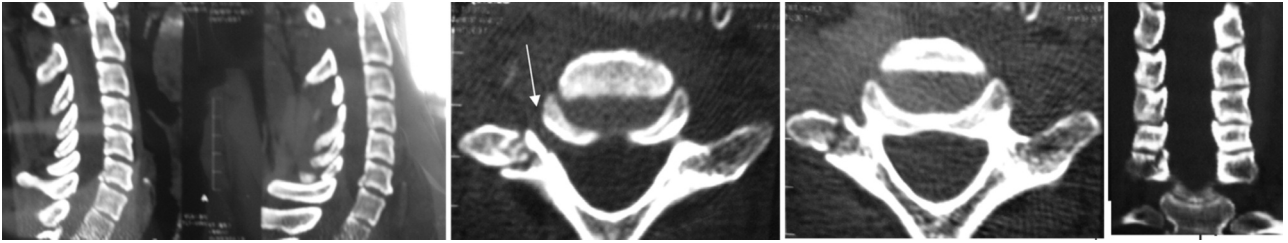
СКТ у хворого Г., 40 р., з лівобічною радикулопатією: перелом задньо-нижнього краю C_6 зі зміщенням його у бік хребетного каналу, який зростається; перелом бічної маси C_7 зліва, фораменальна посттравматична грижа диска сегмента C_6-C_7 (стрілка)
